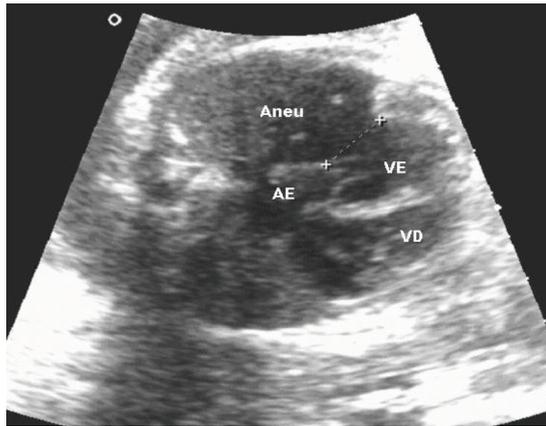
Ecocardiograma fetal em corte de quatro câmaras. Os asteriscos assinalam o colo do aneurisma do ventrículo esquerdo. Aneu: - aneurisma; AE - átrio esquerdo; VD - ventrículo direito; VE - ventrículo esquerdo.
